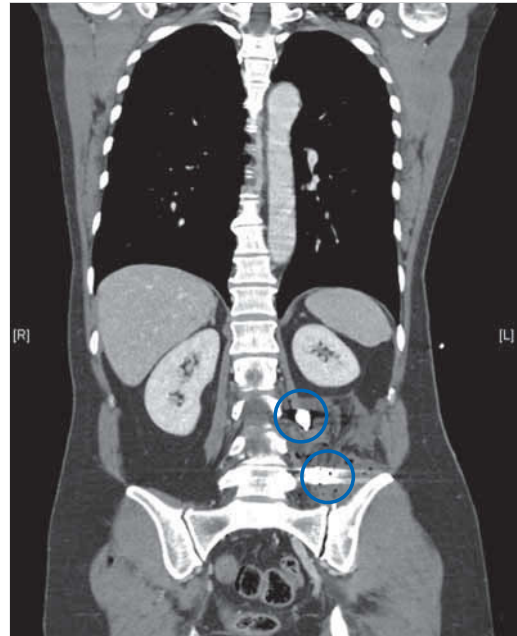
Die CT-Diagnostik im Schockraum zeigt zwei teilweise gesplitterte Projektile im linken Unterbauch. Begleitender Weichteilschaden mit großem Hämatom.
